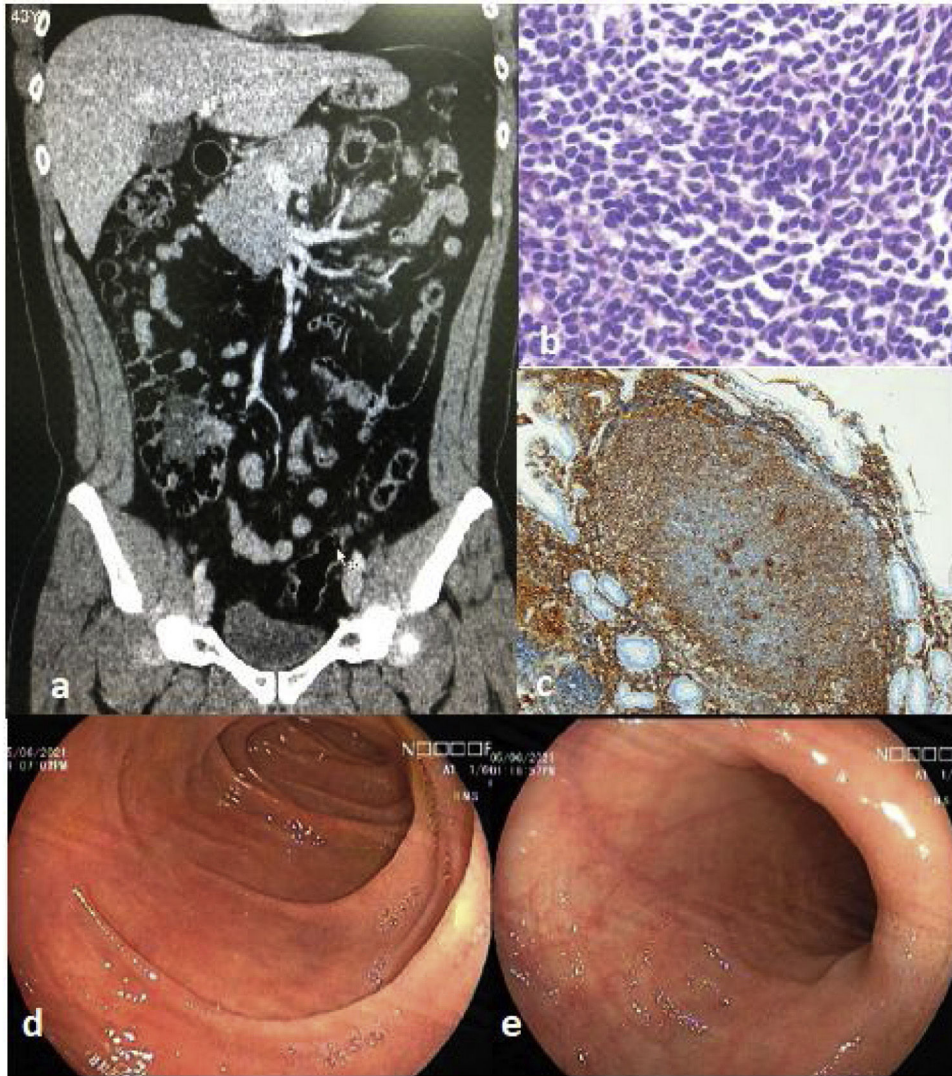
a) Tomografía donde se muestra la pared cecal engrosada; b) En la biopsia se identificó un infiltrado linfóide atípico; c) La inmunohistoquímica fue positiva para BCL2; d) Duodeno con apariencia normal posterior a quimioterapia, y e) Íleon distal con apariencia preservada posterior a quimioterapia.
